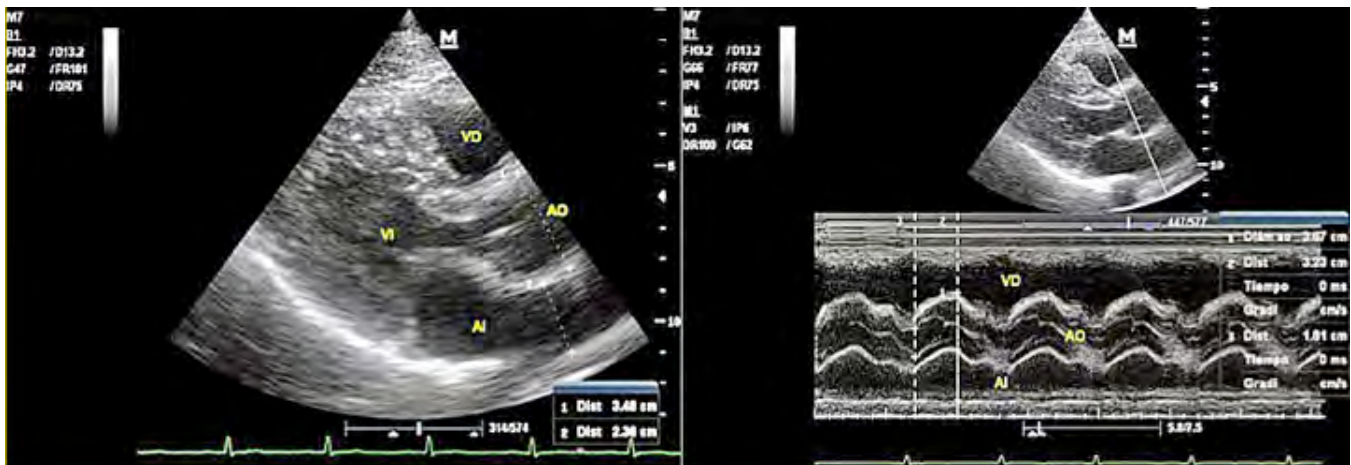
Ecocardiograma sin evidencia de derrame pericárdico.
